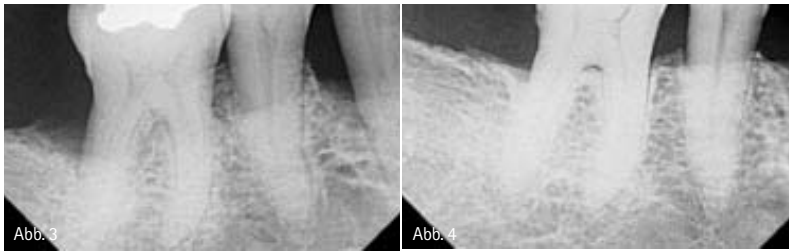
Für die Studienpatienten häufiger röntgenologischer Verlauf. – Abb. 3: Ausgangssituation. – Abb. 4: Röntgenkontrolle nach vier Jahren.
